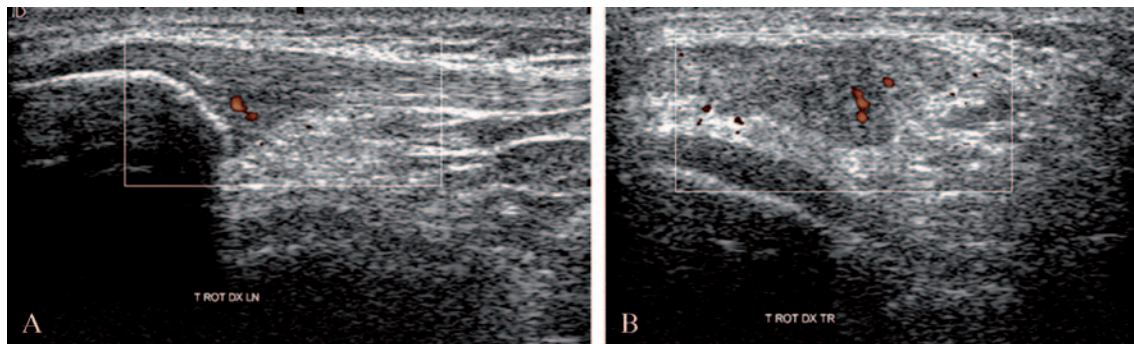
Power Doppler ultrasound of the patellar tendon showing altered morphology of the tendon belly at the proximal third and increased blood flow (A. longitudinal scan; B. transverse scan).
